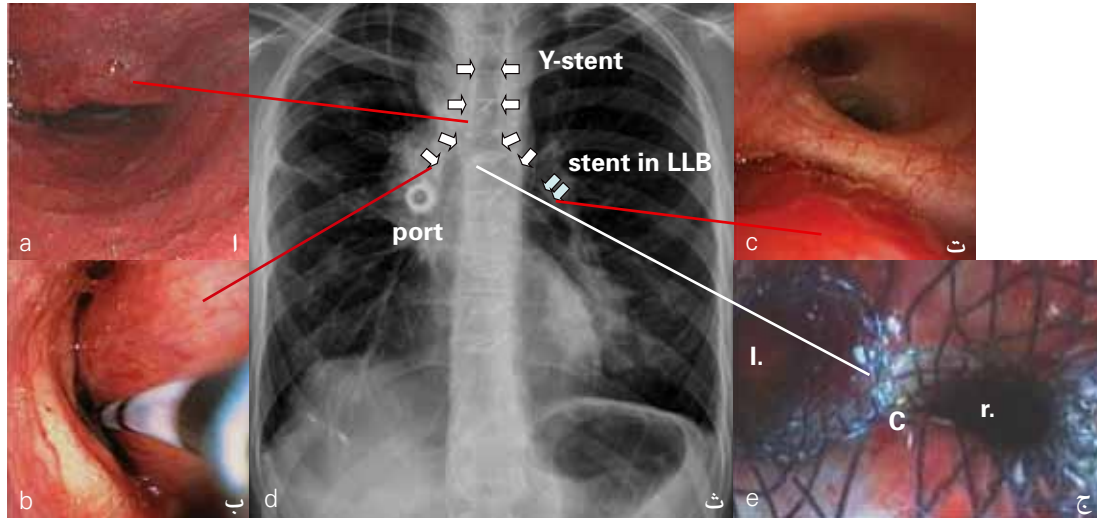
Endobronchial stents to circumvent airway stenosis. A 21-year old patient presented with severe shortness of breath. Bronchoscopy revealed malignant stenosis in the (a) proximal trachea, (b) right main bronchus, and (c) left lower bronchus (LLB). (d) Chest X-ray demonstrated the successful application of two airway stents. First, a nitinol stent was placed in the LLB (light blue arrows). Using a carina Y-stent, both stenosis in the right main bronchus and the trachea could be circumvented (white arrows). (e) Intraluminal endoscopic view of Y-stent in situ on top of the carina (C), branching into left (l.) main bronchus and right (r.) main bronchus. To facilitate repetitive systemic therapies, a port system was implanted.
